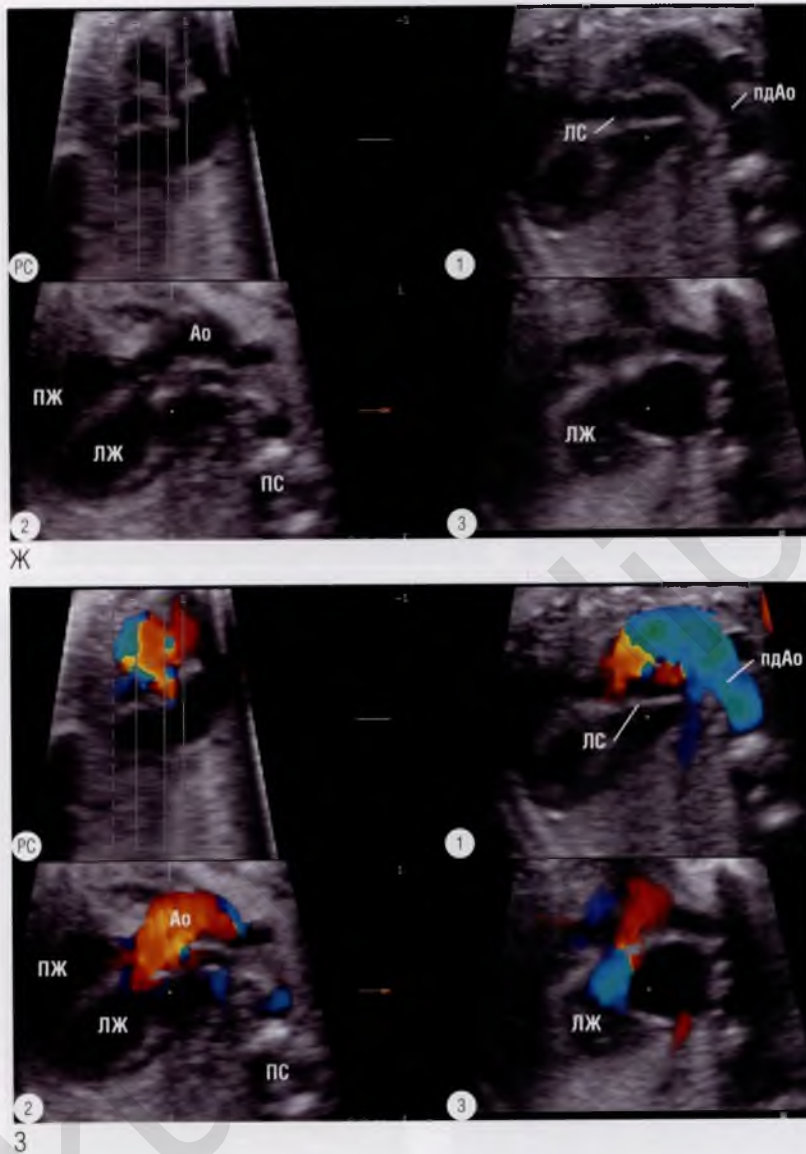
продолжение (Ж) Серия из трех параллельных томографических ультразвуковых срезов из заданного «сердечного объема» плода с тетрадой Фалло. Срез ① – наиболее краниальный, аорта определяется справа от срединной линии тела и формирует правостороннюю дугу аорты (пдАо). Легочный ствол на данном изображении имеет меньший диаметр, чем аорта, что лучше видно на срезе ②. На этом изображении визуализируется устье аорты, расположенной выше наджелудочкового гребня. На срезе ③ также видно, что диаметр легочного ствола меньше диаметра аорты. (З) Серия из трех параллельных томографических ультразвуковых срезов из заданного «сердечного объема» того же плода, что на (Г), при ЦДК кровотока иллюстрирует смещенную аорту более наглядно. ▶
